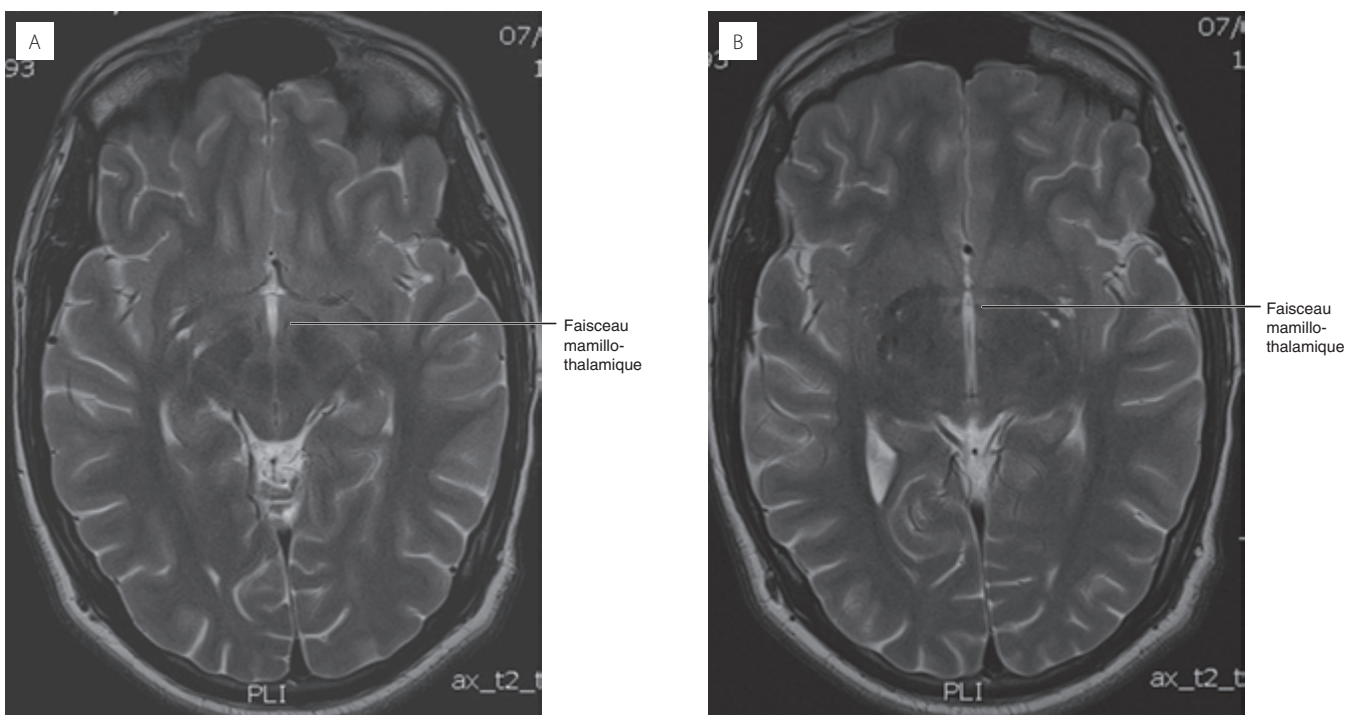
IRM, coupe transversale, pondération T2. Faisceau mamillo-thalamique. (B) est supérieur à (A).
